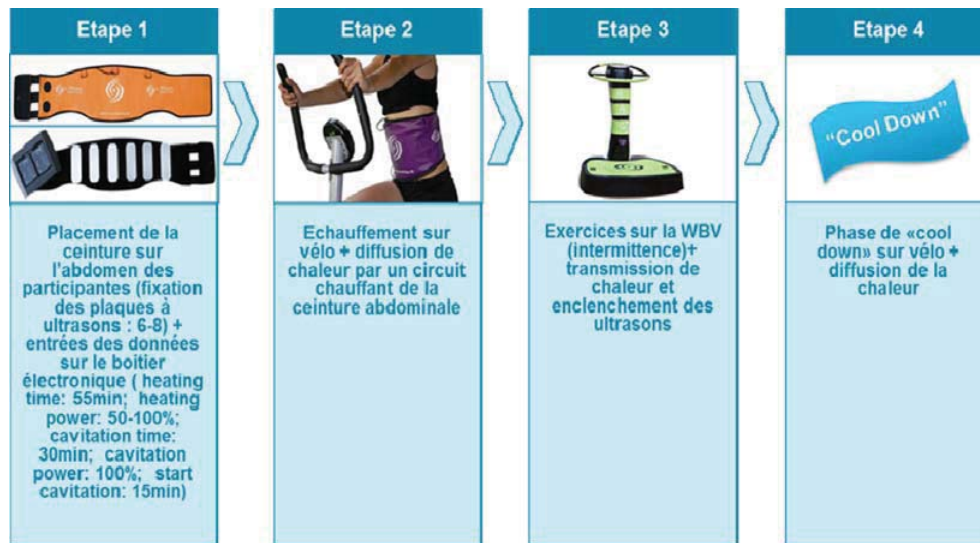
Déroulement de la séance d'activité physique sur la plateforme vibratoire associée aux ultrasons pour le groupe VIB+US
